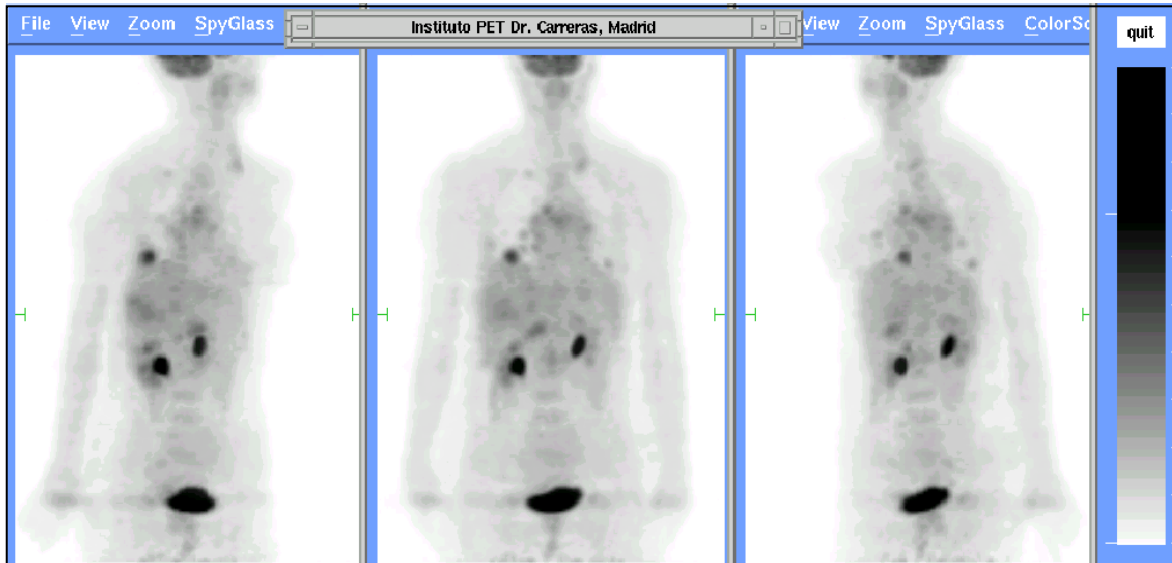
Paciente mujer de 54 años de edad que debutó con una adenopatía supraclavicular y retroclavicular izquierda de TOD de adenocarcinoma con áreas de diferenciación papilar de TOD. TAC toraco-abdominal y panendoscopia negativas para el tumor primario, aunque detectaron múltiples nódulos pulmonares sugerentes de malignidad. La PET ^{18}F -FDG detectó correctamente un tumor primario pulmonar situado en la base del pulmón derecho e indicó la probable malignidad de los nódulos pulmonares observados previamente en TAC. Por ello, se inició el tratamiento quimioterápico frente a adenocarcinoma de pulmón. La PET ^{18}F -FDG presentó un impacto elevado sobre el manejo o actitud diagnóstica-terapéutica.
